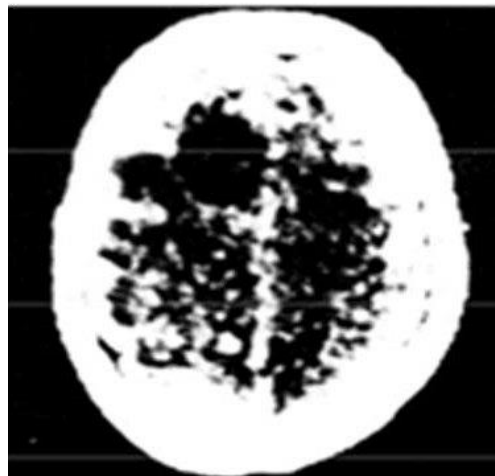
Primera tomografía computarizada realizada a un cráneo de un adulto donde puede apreciarse un tumor cerebral
